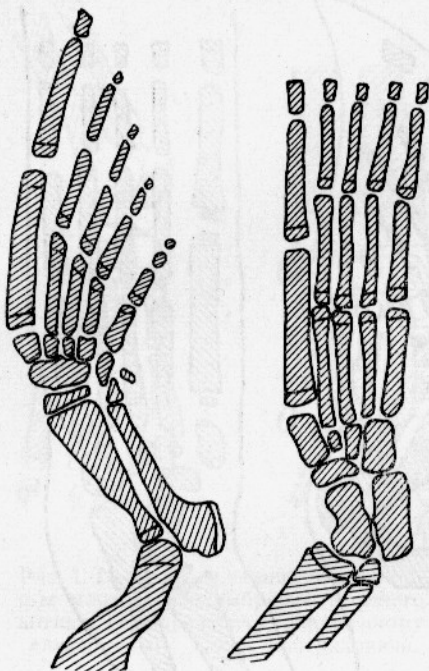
Передний и задний правые лапы четырехлетней самки морского котика. (По рентгенограмме).
